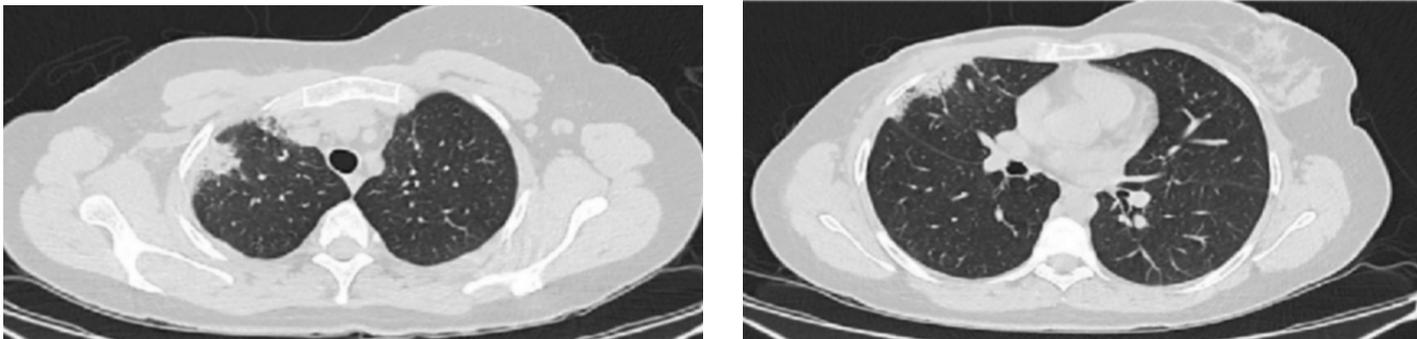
Tomografía que evidencia infiltrado en vidrio esmerilado compatible con neumonitis en segmento antero-lateral del lóbulo superior derecho (Flecha azul).
